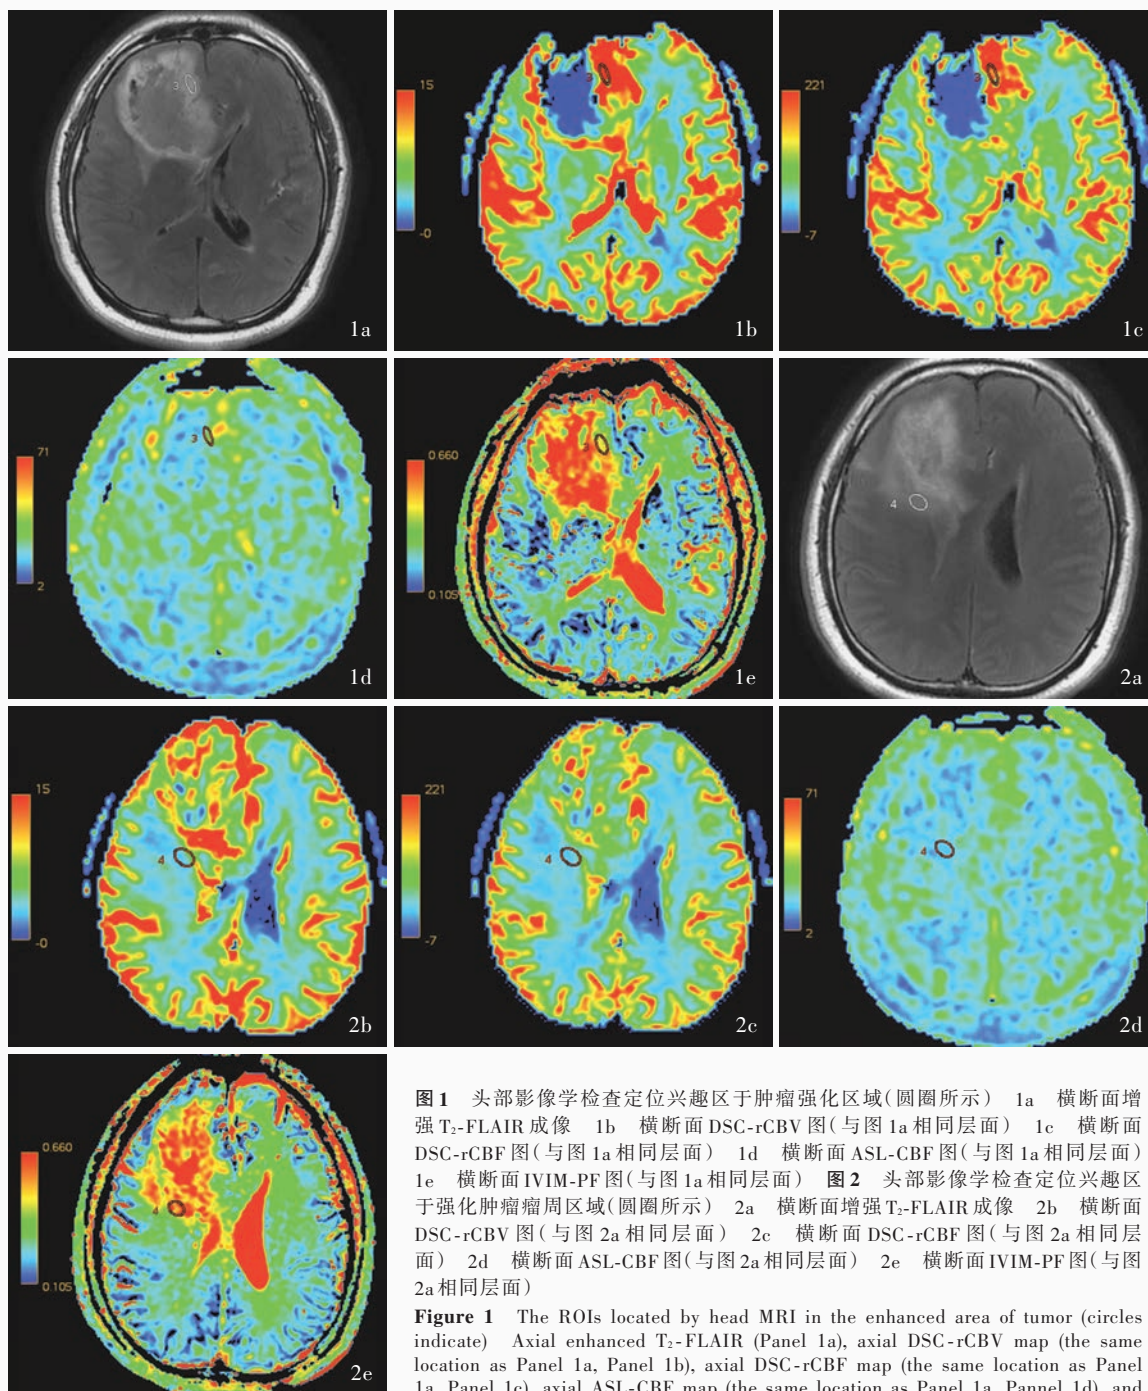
头部影像学检查定位兴趣区于肿瘤强化区域(圆圈所示) 1a 横断面增强 T₂-FLAIR 成像 1b 横断面 DSC-rCBV 图(与图 1a 相同层面) 1c 横断面 DSC-rCBF 图(与图 1a 相同层面) 1d 横断面 ASL-CBF 图(与图 1a 相同层面) 1e 横断面 IVIM-PF 图(与图 1a 相同层面) 图 2 头部影像学检查定位兴趣区于强化肿瘤周围区域(圆圈所示) 2a 横断面增强 T₂-FLAIR 成像 2b 横断面 DSC-rCBV 图(与图 2a 相同层面) 2c 横断面 DSC-rCBF 图(与图 2a 相同层面) 2d 横断面 ASL-CBF 图(与图 2a 相同层面) 2e 横断面 IVIM-PF 图(与图 2a 相同层面)
